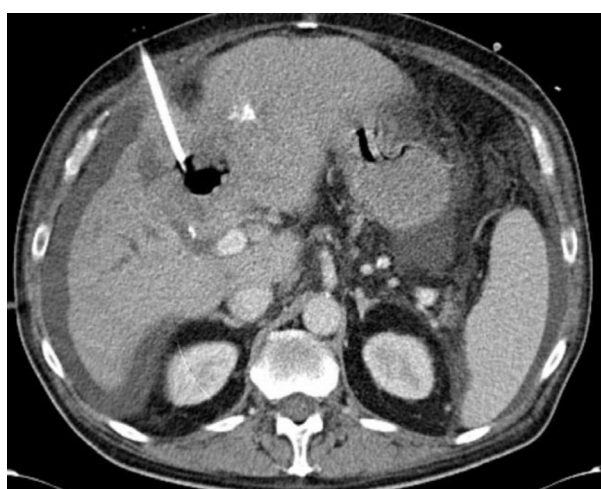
МСКТ органов брюшной полости с в/в контрастом после дренирования: картина абсцесса печени и формирования гепатогастрального свища, нарастание асцита.
